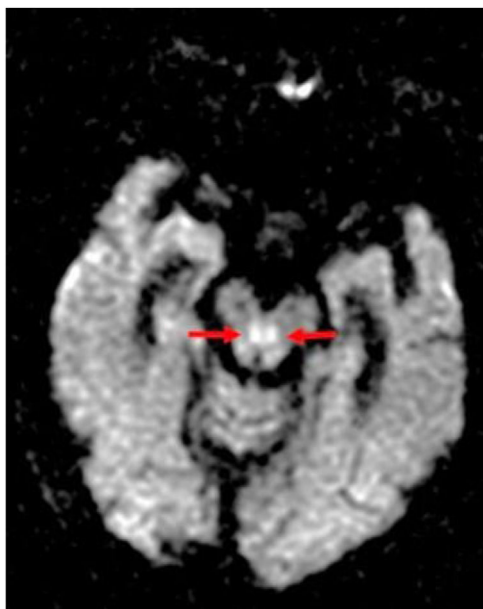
Ictus en la arteria de Percheron. Hiperseñal en DWI en fosa interpeduncular que afecta a la distribución de la arteria de Percheron.
